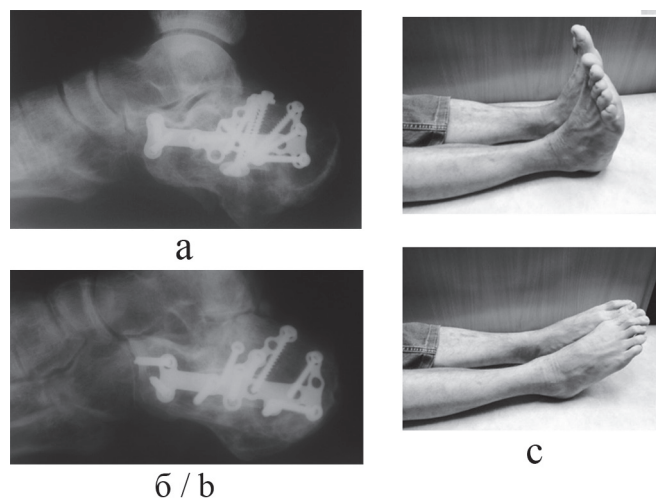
Боковая рентгенограмма правой (а) и левой (б) стоп больного К., 35 лет, через 12 месяцев после операции: сохраняется достигнутые в ходе операции правильные рентгенометрические параметры пяточных костей. На рис. (с) показана функция обеих стоп
